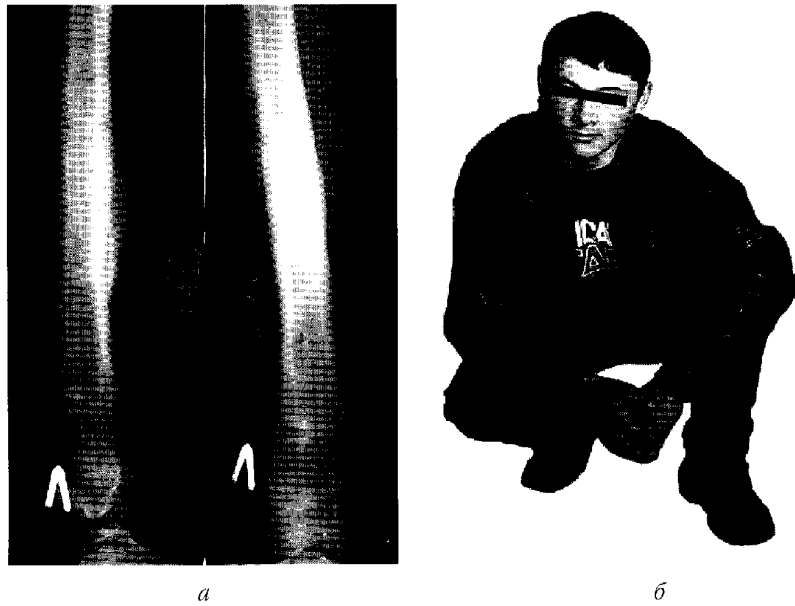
Хворий С. та його рентгенограми через 8,5 міс. після операції:
